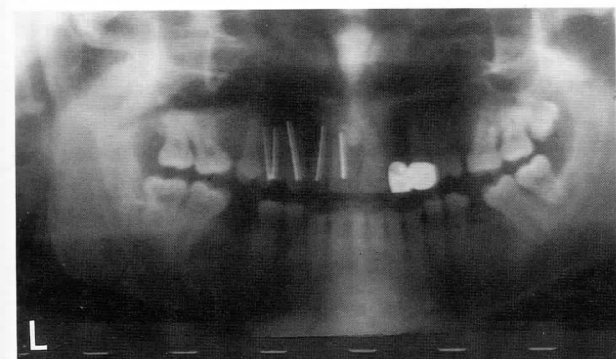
Ortopantomografía mostrando el estado de reparación a los seis meses del postoperatorio.
